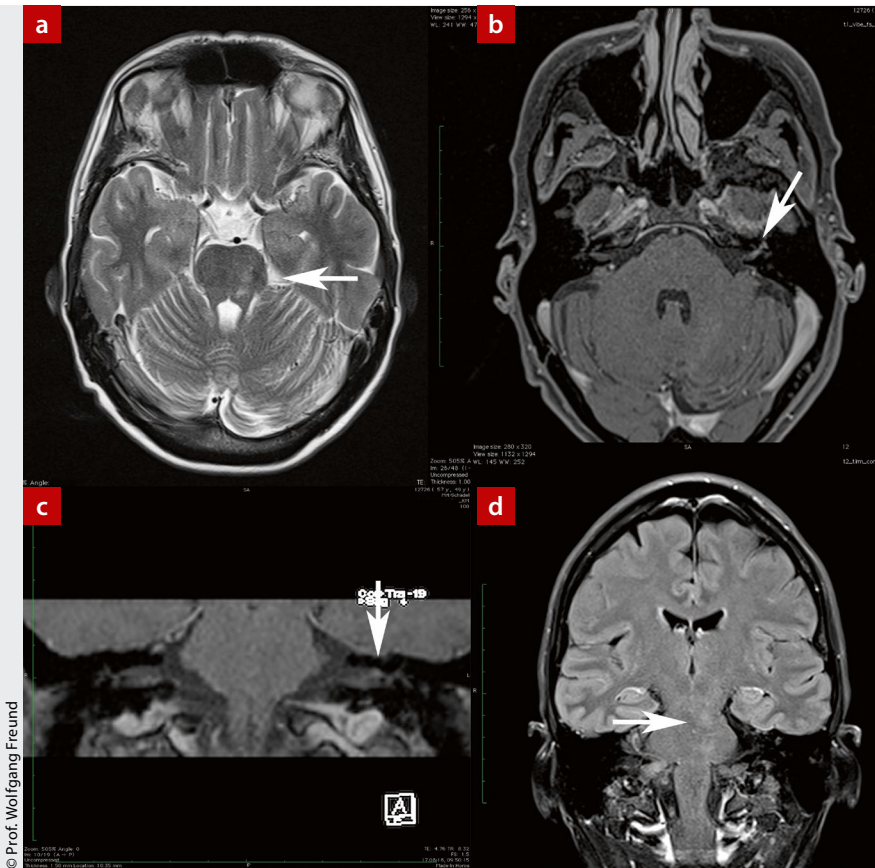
a) T2-Wichtung transversal in Schichtung wie in Abb. 1a; b) und c) fettgesättigte T1-Wichtung Dünnschicht 1 mm nach Kontrastmittel: Der Pfeil zeigt jeweils auf den inneren Gehörgang links. Die diskrete Kontrastmittelaufnahme zieht sich Richtung Fazialis-knie. Auf der Gegenseite keine relevante Kontrastmittelaufnahme; d) FLAIR koronar ähnlich wie in Abb. 1d, der Pfeil zeigt auf die unscharf begrenzte Läsion im Hirnstamm.
